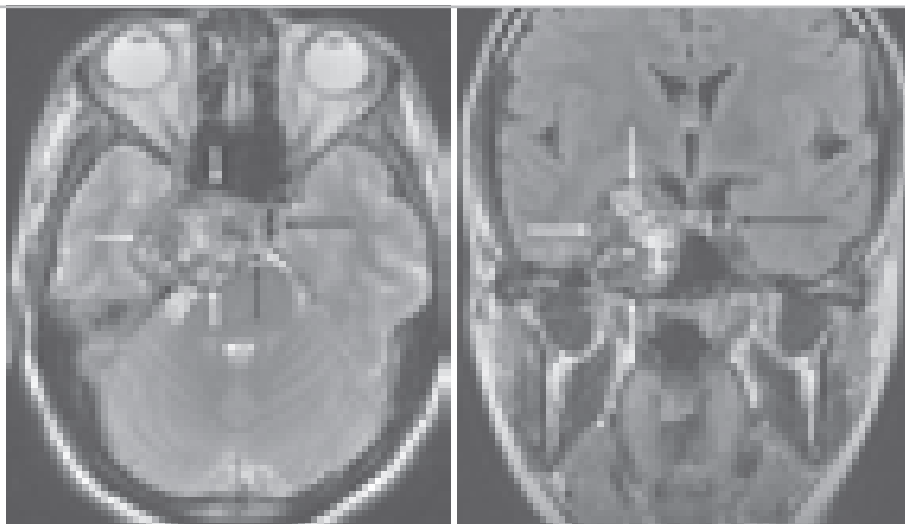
МРТ изображения больной с хордой селлярной локализации в аксиальной и фронтальной проекции. Левая внутренняя сонная артерия показана чёрными горизонтальными стрелками. Основная артерия показана вертикальной стрелкой на аксиальном срезе. Правая внутренняя сонная артерия не прослеживается. Границы опухоли обозначены белыми стрелками.
